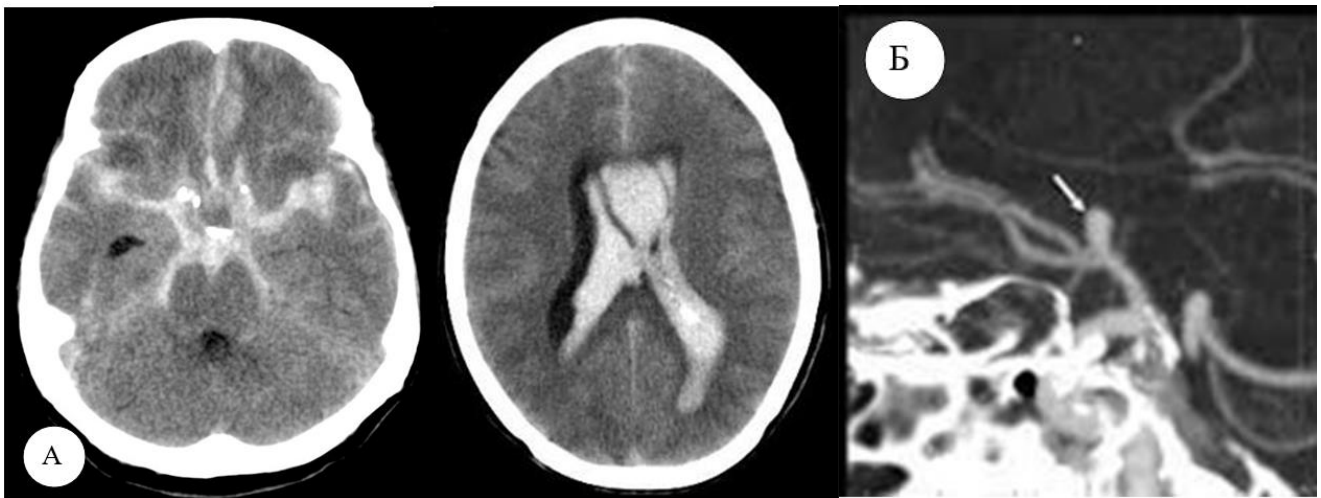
Комп'ютерна томографія/КТА пацієнтки С., 59 років. А. Дифузний субарахноїдальний крововилив з проривом крові в порожнину шлуночків мозку з оклюзійною гідроцефалією. Б. Мішководна аневризма передньої сполучної артерії
